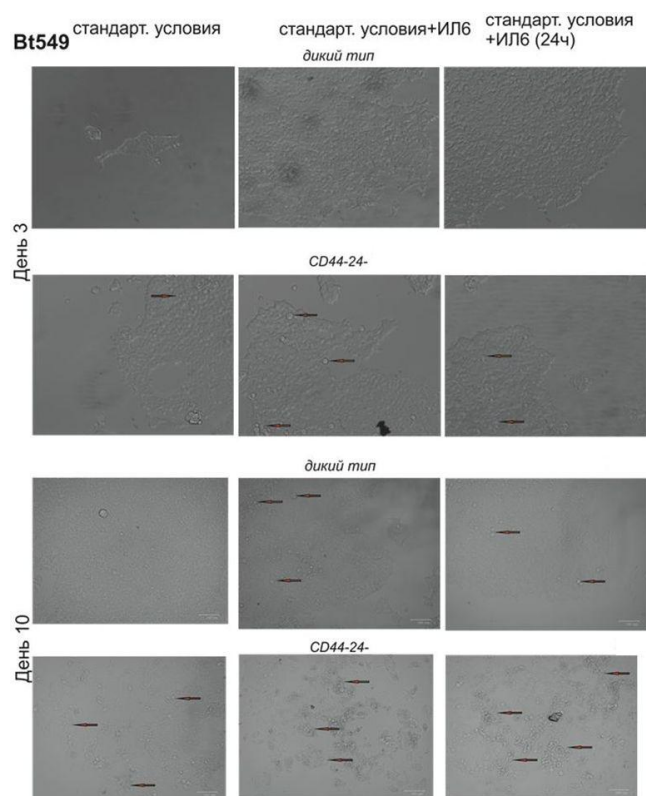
Влияние ИЛ-6 на формирование маммосфер в культуре клеток молочной железы BT-549. ИЛ-6 (50 нг/мл) добавляли сразу и через 24 ч после клеточной сортировки. Фазово-контрастная микроскопия на 3 и 10 день инкубации с ИЛ-6. Стрелкой отмечено формирование сфероида в стандартных условиях культивирования.
